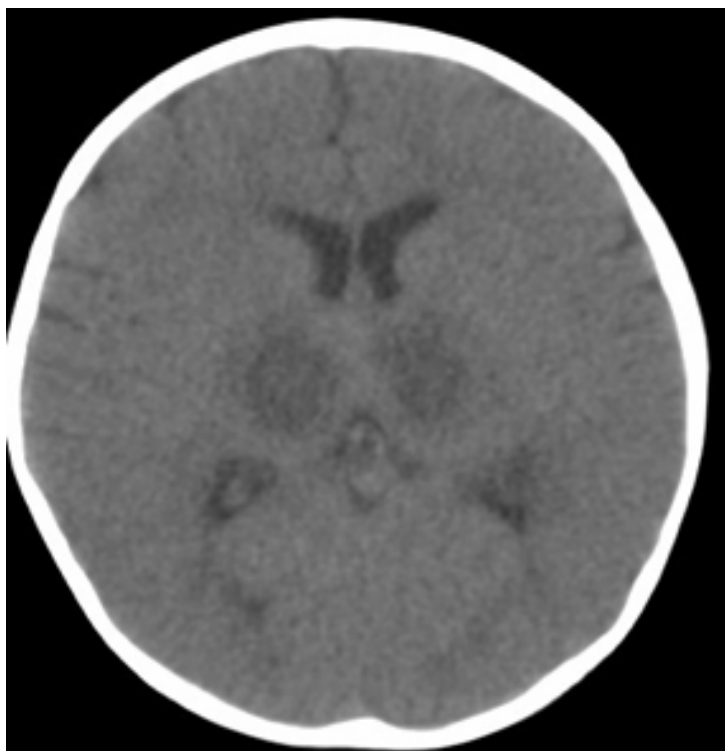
TAC de cráneo: lesiones hipodensas a nivel de ganglios basales
